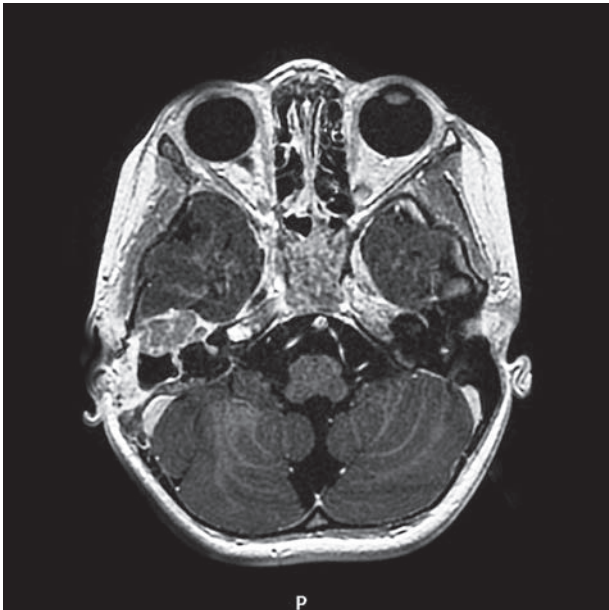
МРТ с контрастированием
